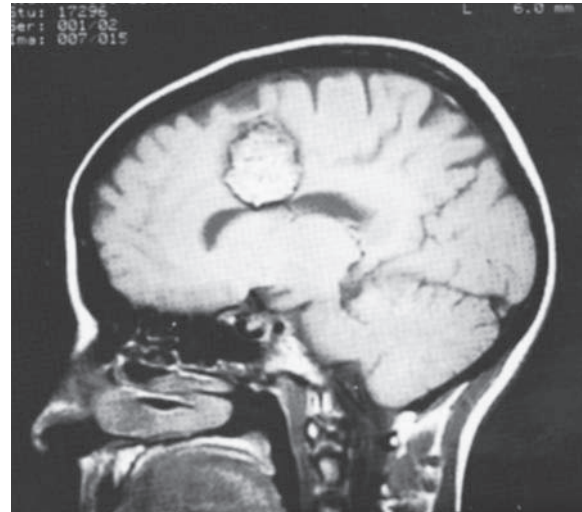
Malformación vascular cavernosa grande. La MRI en los planos sagital (*arriba*) y axial (*abajo*) demuestra una lesión frontal izquierda medial con un anillo acentuado de macrófagos cargados con hemosiderina y sin edema asociado. La mayor parte de los angiomas cavernosos es muy pequeña y en ocasiones múltiple, pero tienen las mismas características diagnósticas.
